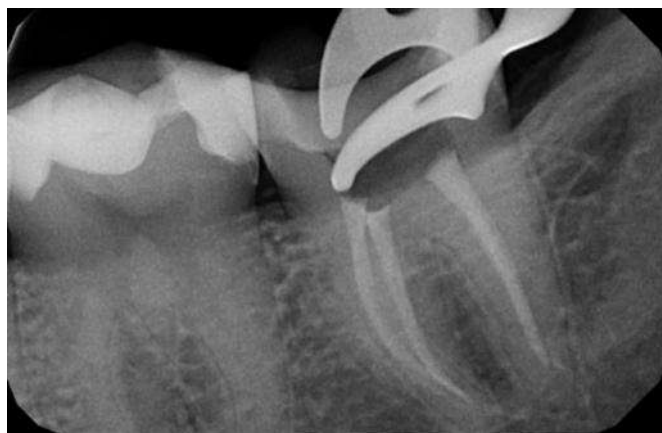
Рентгенологический контроль качества запломбированных гуттаперчей корневых каналов
